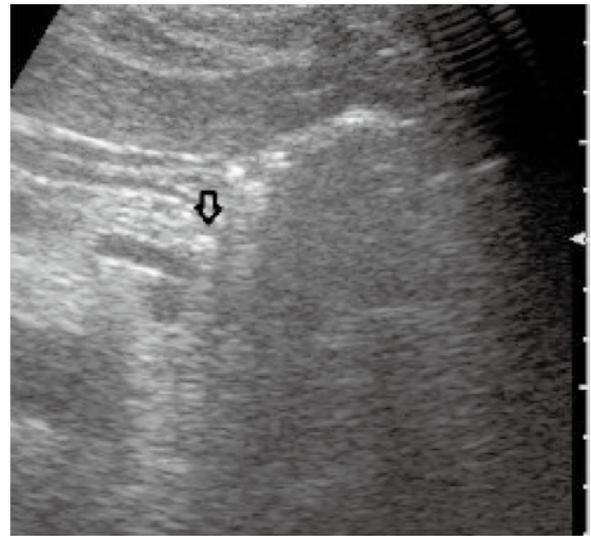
2010年2月の腹部超音波像：膵体部に5mm大の粗大高エコー(矢印)を認めた。
